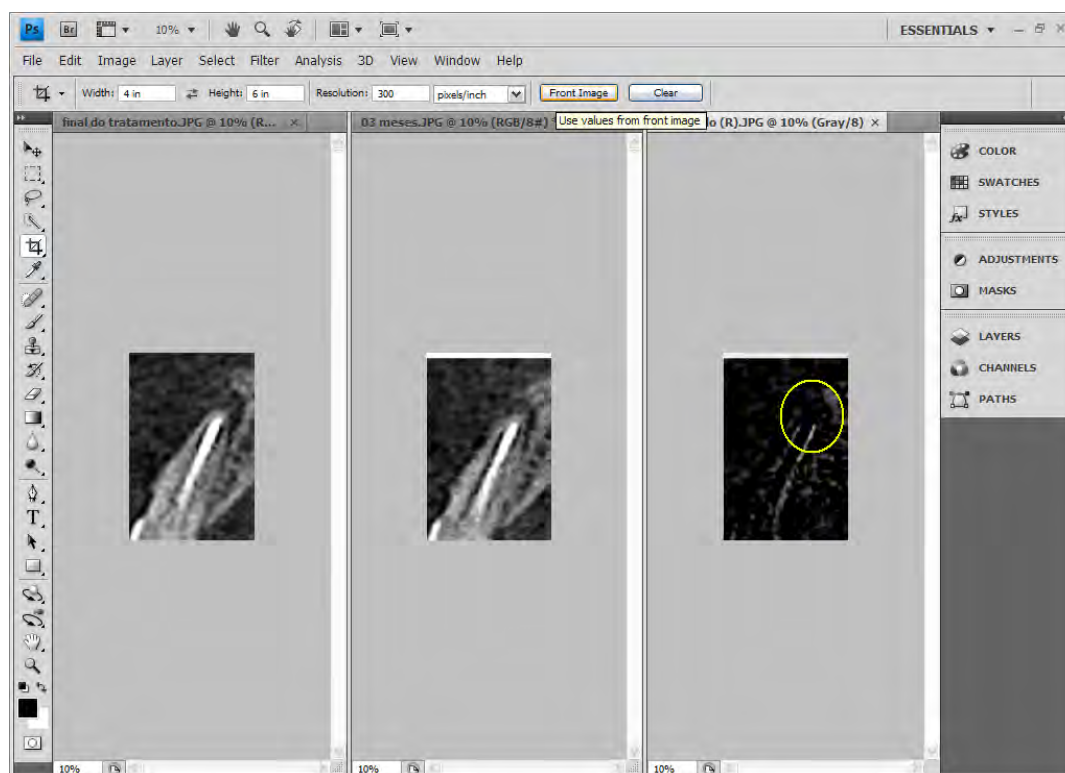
Tela apresentada pelo software Adobe Photoshop CS4 contendo: à esquerda, a imagem da secção transversal ao final do tratamento endodôntico (T0); ao centro, a imagem ao período de três meses de preservação (T1); e à direita, a imagem resultante (R) da subtração das duas anteriores. Em destaque (círculo amarelo), área radiopaca que representa reparo parcial da lesão periapical.
